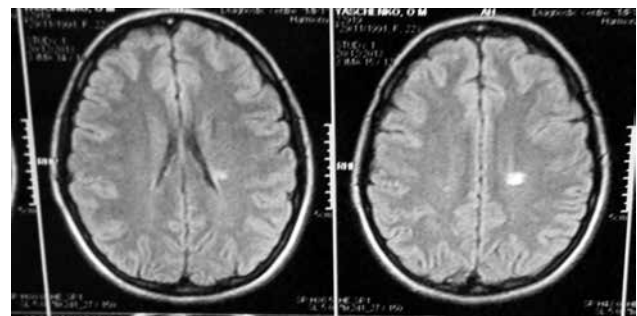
МРТ ГМ хворої Я.
